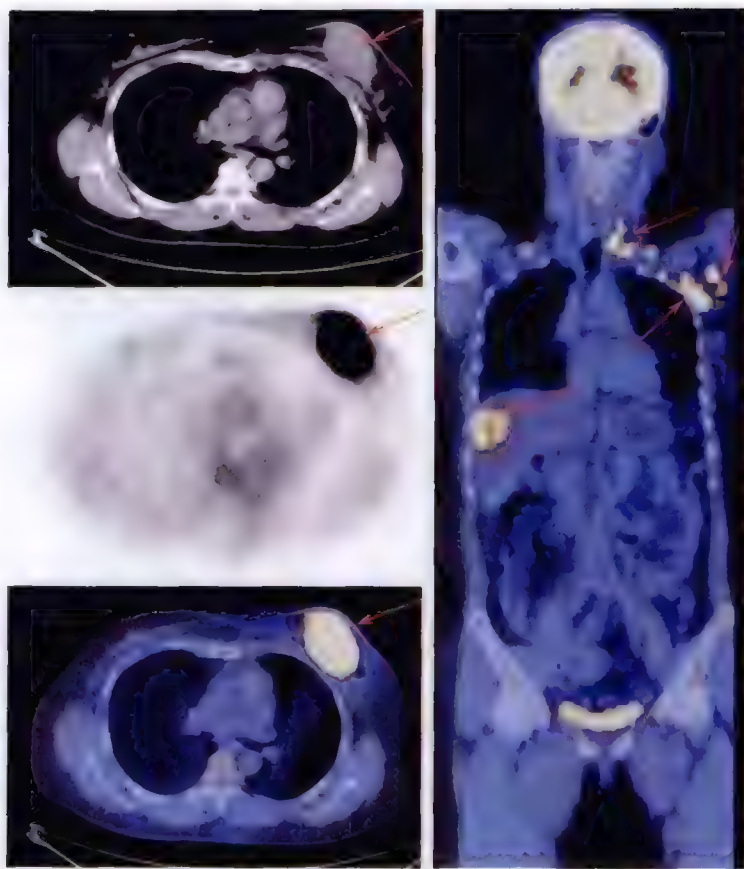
^{18}F -FDG PET/CT 显像
